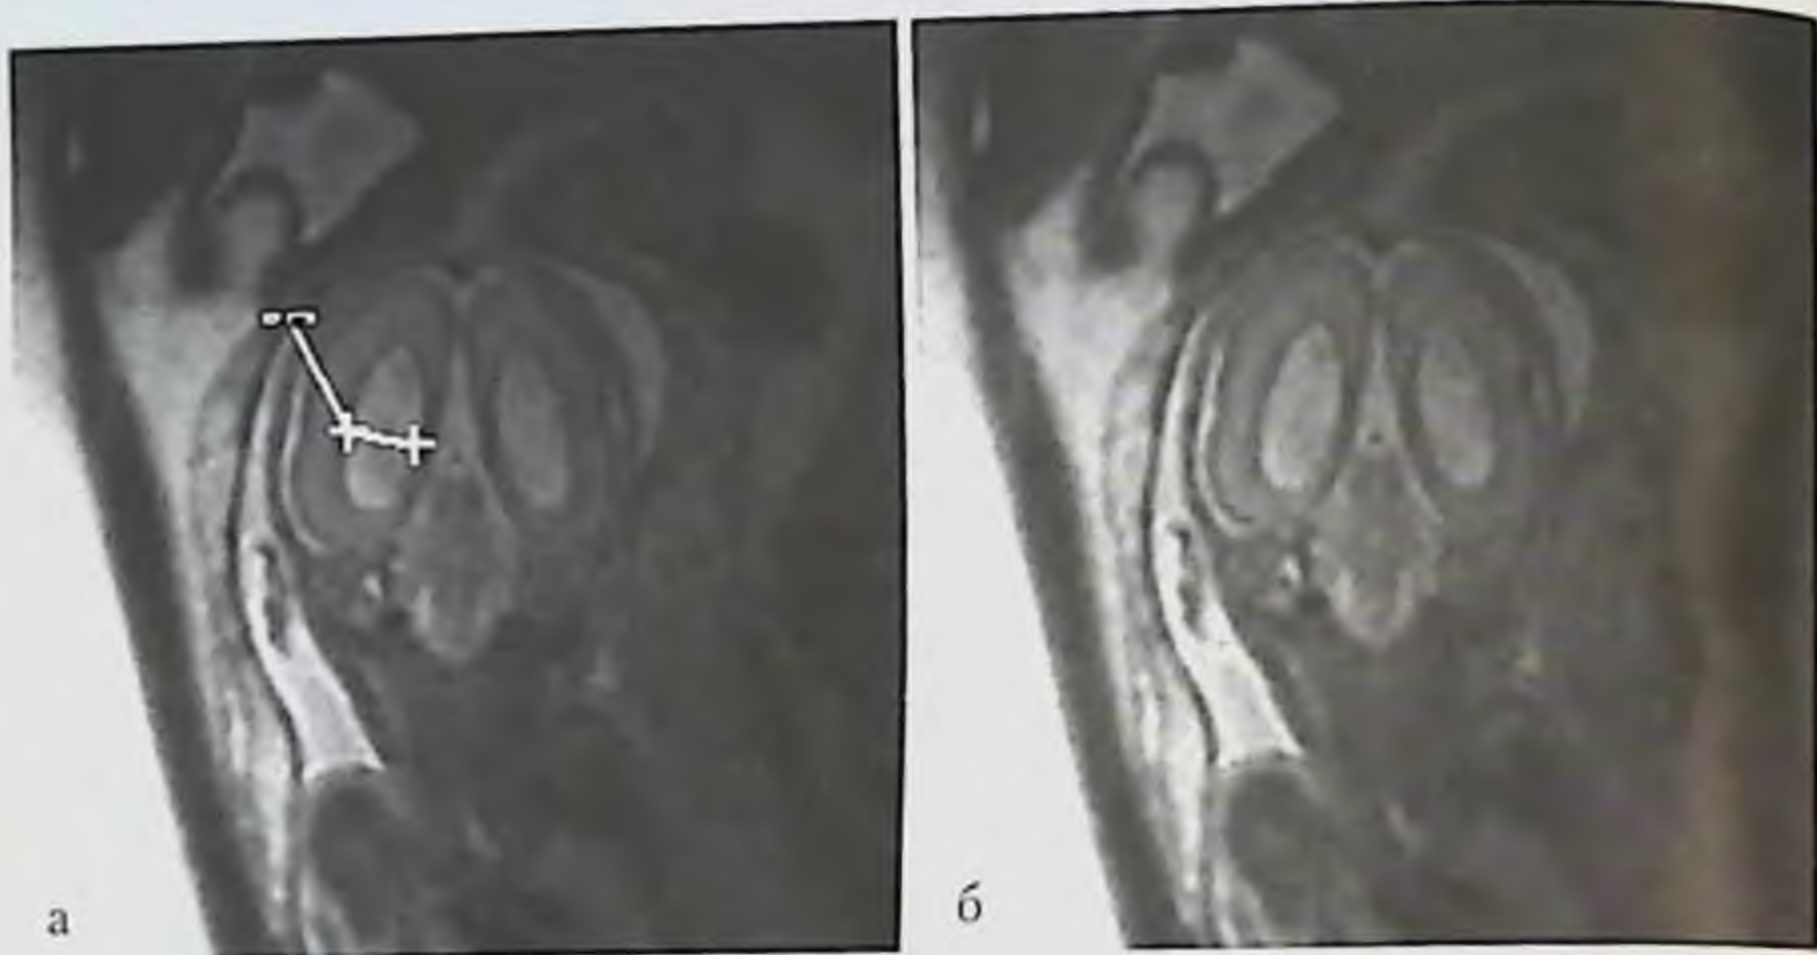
МРТ плода. Измерение диаметра боковых желудочков. Срез в коронарной плоскости. Срок гестации 22 нед. Желудочки не расширены, размер не превышает 9 мм.
